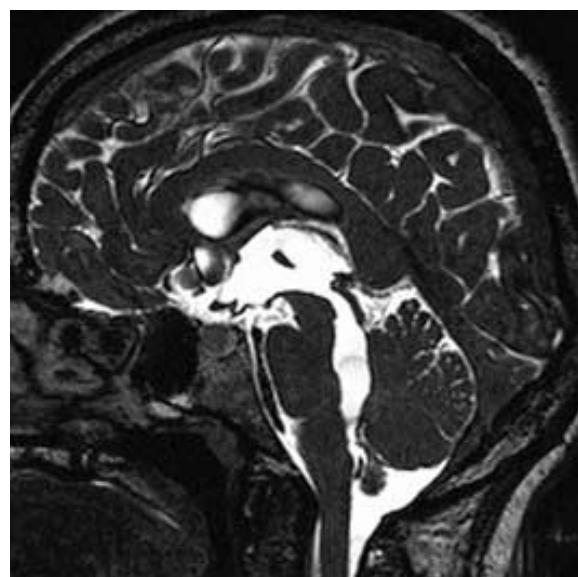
T2-weighted sagittal section through midline shows thin-walled cyst in the fourth ventricle with obstruction of the foramen of Magendie and enlargement of the aqueduct, of the third and the fourth ventricle.
